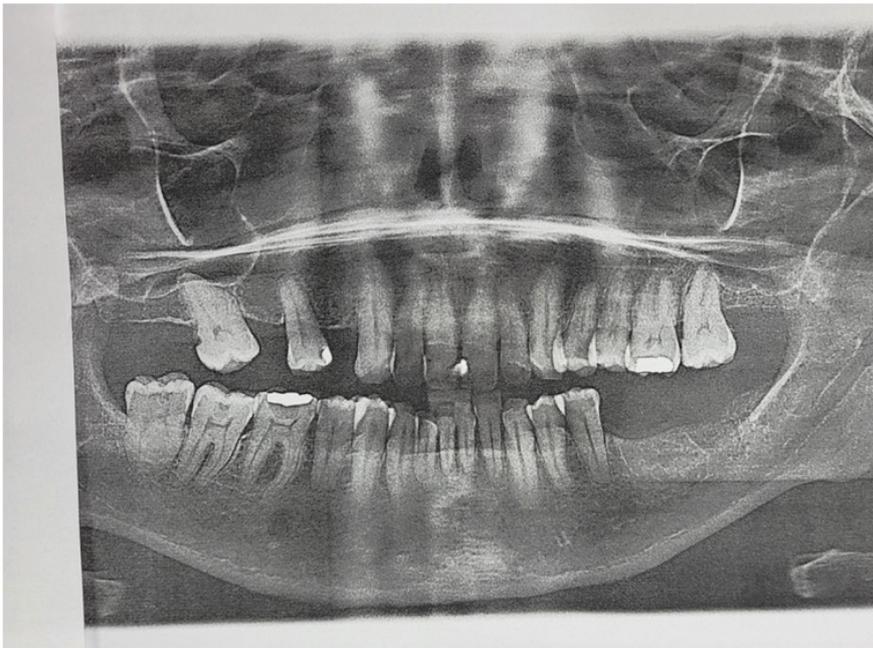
radiografía panorámica caso clínico 1
